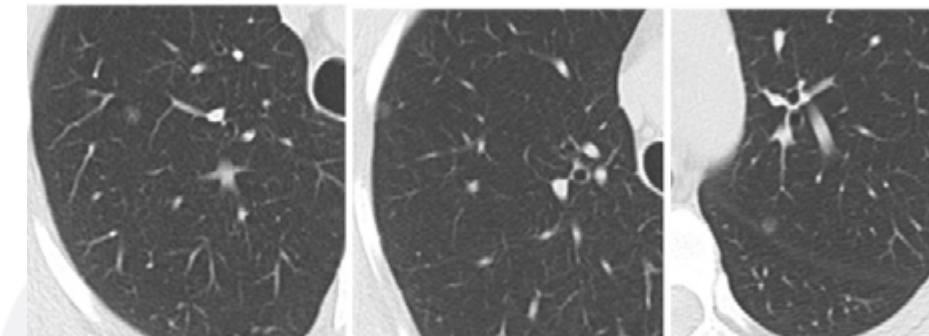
Mujer joven, sin antecedente de tabaquismo. TC de tórax muestra como hallazgo incidental varios nódulos en vidrio esmerilado. Se resecó por VATS lesión periférica. La anatomía patológica informa Hiperplasia adenomatosa atípica.
